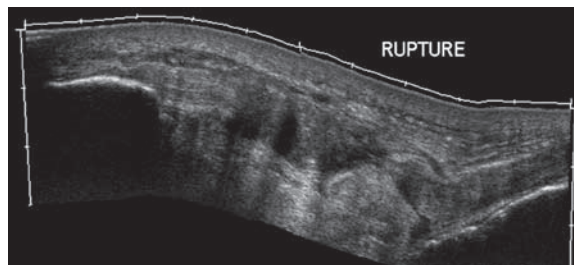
Rupture complète du tendon patellaire en échographie.
